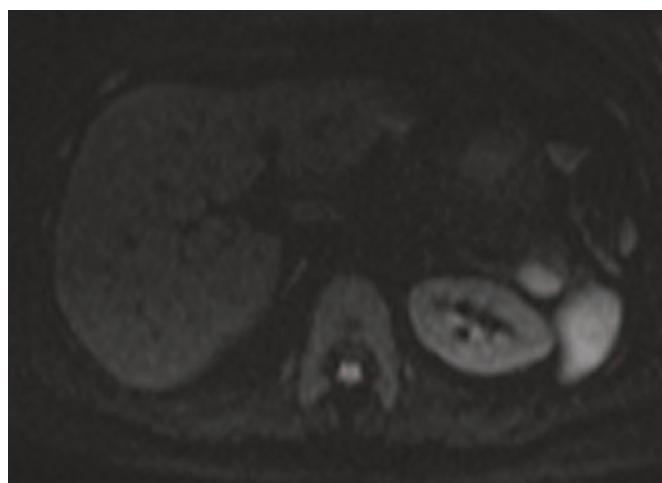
5.6 e 11.5.7 DWI, b.0 (5), b 200 (6) e b 600 (7).
